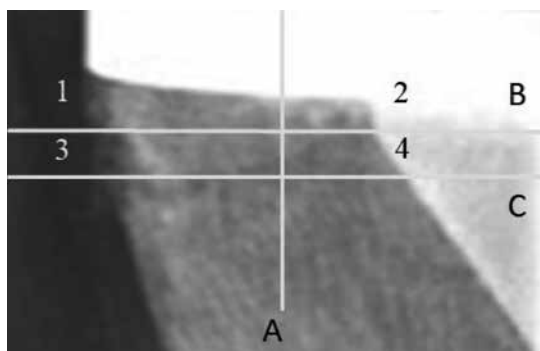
Четыре рентгенологические зоны медиального мыщелка большеберцовой кости
